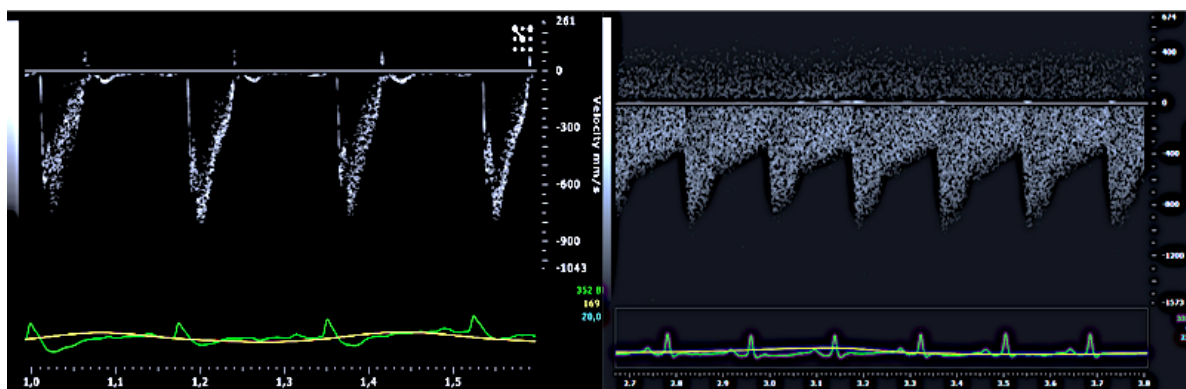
Imagens de espectro Doppler de fluxo laminar (aórtico) e turbulento (artéria uterina)
